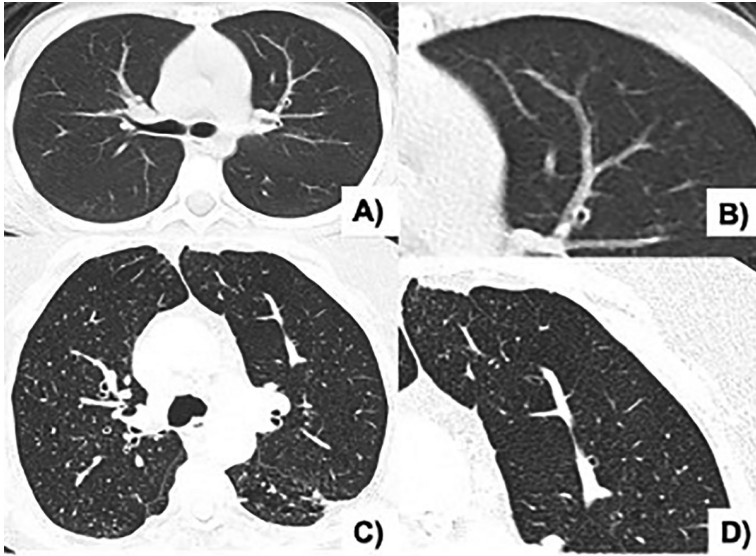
Tomografía axial en paciente sano (A y B). A) Se observan estructuras vasculares hiperdensas, lineales, conservan su tamaño, afilamiento distal y ramificación dicotómica. B) Magnificación. Tomografía axial en paciente con EPOC-L (C y D). C) Se observan estructuras vasculares disminuidas en número, con pérdida de su ramificación y de sinuosidad. D) Magnificación.
